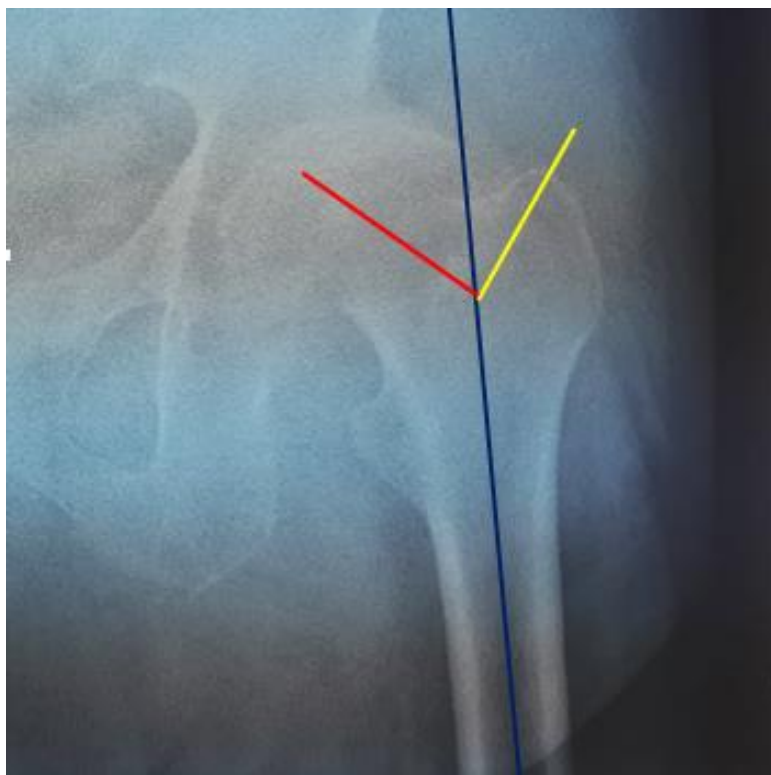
ND 282/19 Une radiographie de la hanche gauche de face préopératoire chez une patiente de 77ans, qui présentait une coxarthrose primitive avec : CTA= 36° CCD= 130°
